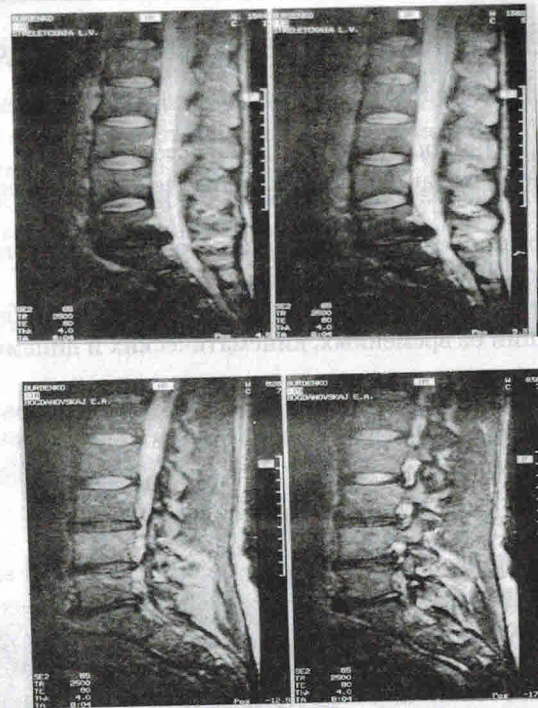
Данные МРТ у больных с синдромом люмбагии
